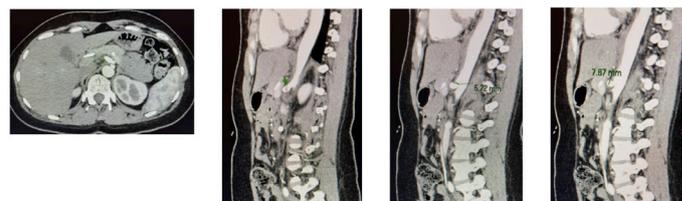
Angio-TC con maniobras respiratorias
